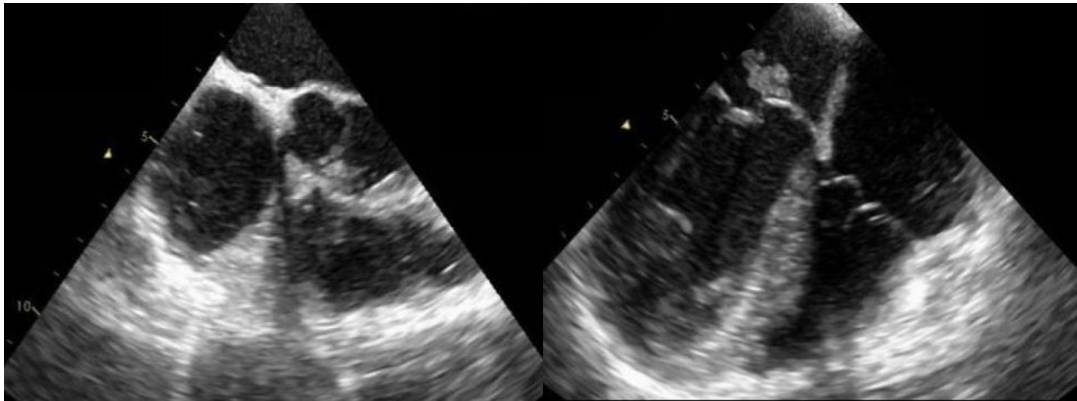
Imagen tomada de la ecocardiografía del paciente, muestra una imagen ecodensa móvil sugestiva de vegetación a nivel tricuspídeo
